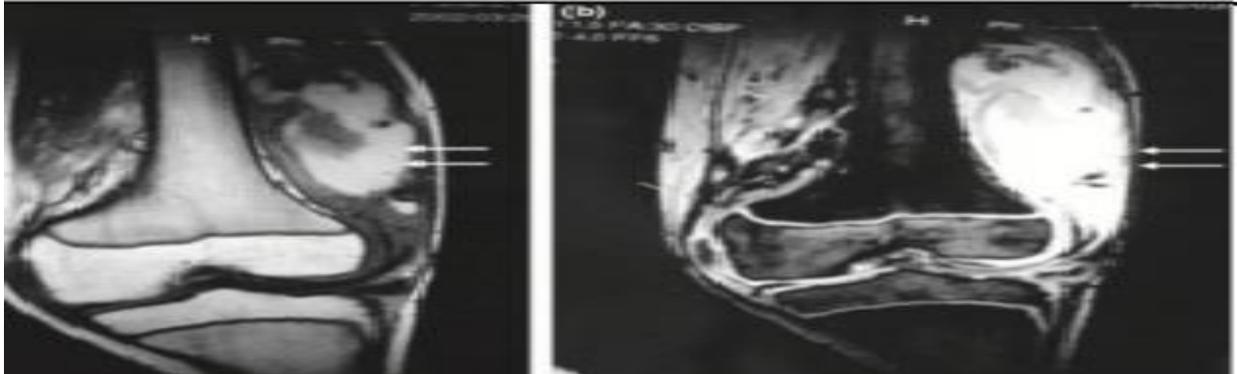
Une IRM du genou illustrant une hémarthrose . [75]
